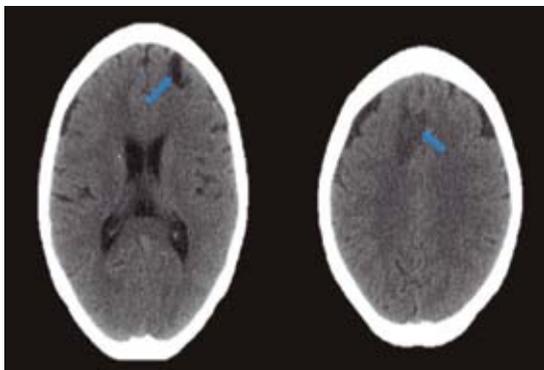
Tomografías, cortes axiales donde se evidencian infartos previos; en la imagen de la izquierda se aprecia lesión en lóbulo frontal izquierdo (flecha) y en la imagen derecha lesión frontal derecha (flecha).
